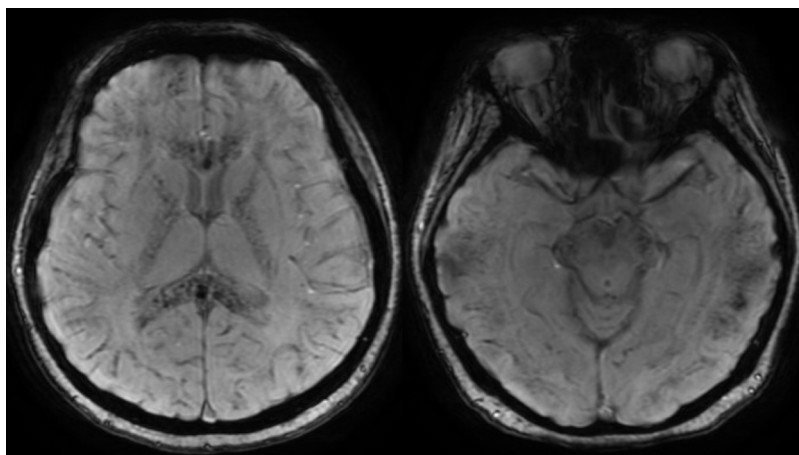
RM cerebral en secuencias de susceptibilidad magnética. Se observan múltiples microhemorragias que afectan tanto al compartimento supra- como infratentorial, de localización más superficial en la unión corticosubcortical y profunda, con una afectación más significativa del cuerpo calloso, cápsulas internas y comisura blanca anterior. Estos hallazgos sugieren daño axonal difuso.
